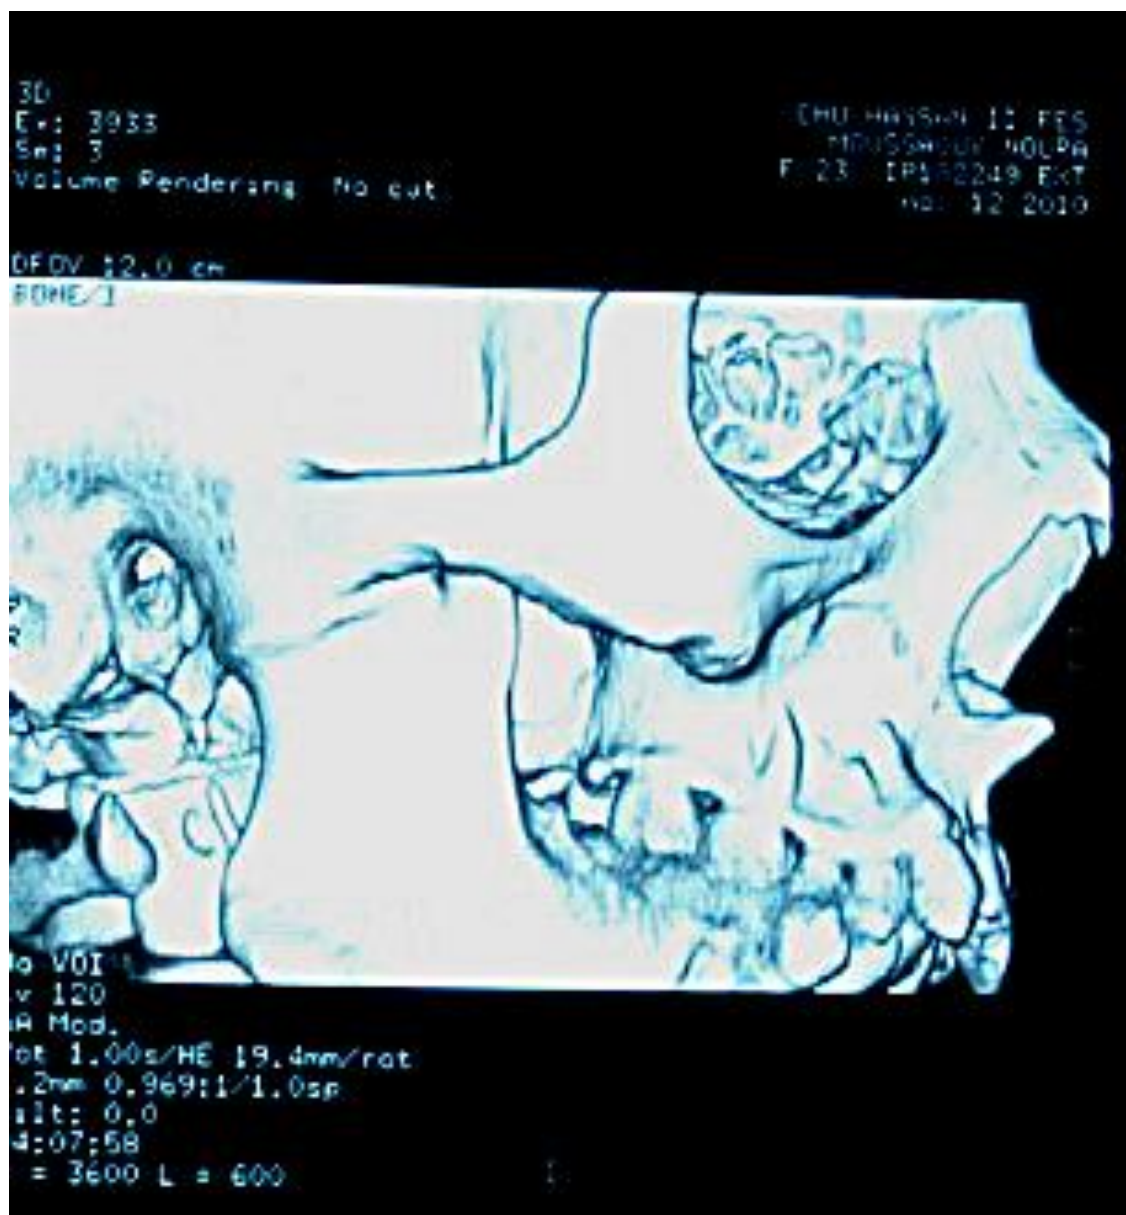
Photo d'une Reconstruction TDM 3D d'une ankylose de l'ATM droite classée stade II de TOPAZIAN
